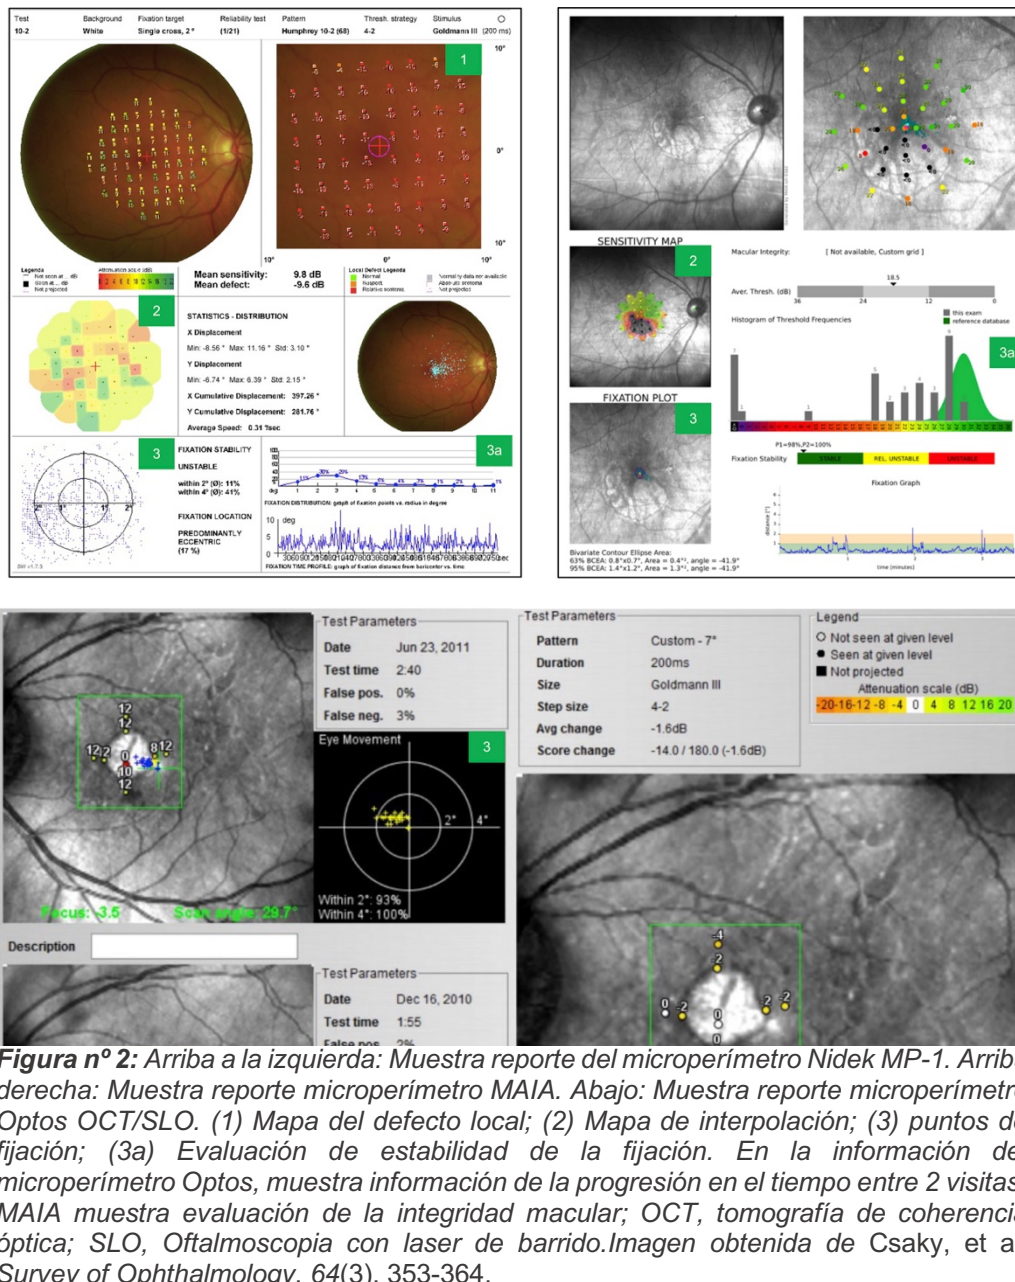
Arriba a la izquierda: Muestra reporte del microperímetro Nidek MP-1. Arriba derecha: Muestra reporte microperímetro MAIA. Abajo: Muestra reporte microperímetro Optos OCT/SLO. (1) Mapa de defecto local; (2) Mapa de interpolación; (3) puntos de fijación; (3a) Evaluación de estabilidad de la fijación. En la información del microperímetro Optos, muestra información de la progresión en el tiempo entre 2 visitas. MAIA muestra evaluación de la integridad macular; OCT, tomografía de coherencia óptica; SLO, Oftalmoscopia con laser de barrido. Imagen obtenida de Csaky, et al. Survey of Ophthalmology, 64(3), 353-364.
